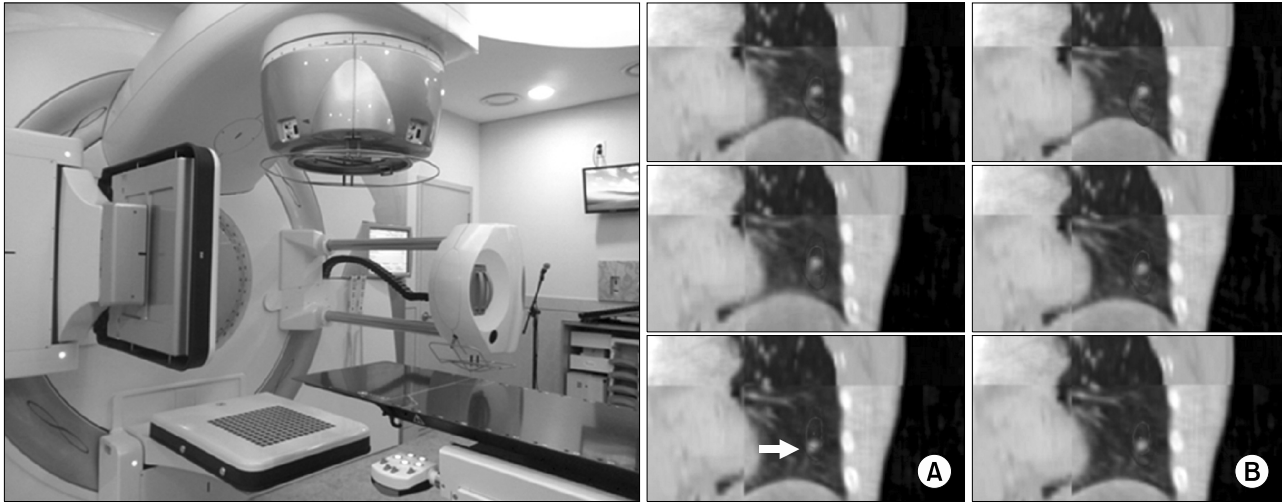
Photograph of a linear accelerator (Infinity, Elekta, UK) with CBCT and XVI system (left). The peak-exhale, mid-inhale and peak-inhale phases of a 4D-CBCT (right). (A) Image-guidance_bone. (B) Image-guidance_4D.
